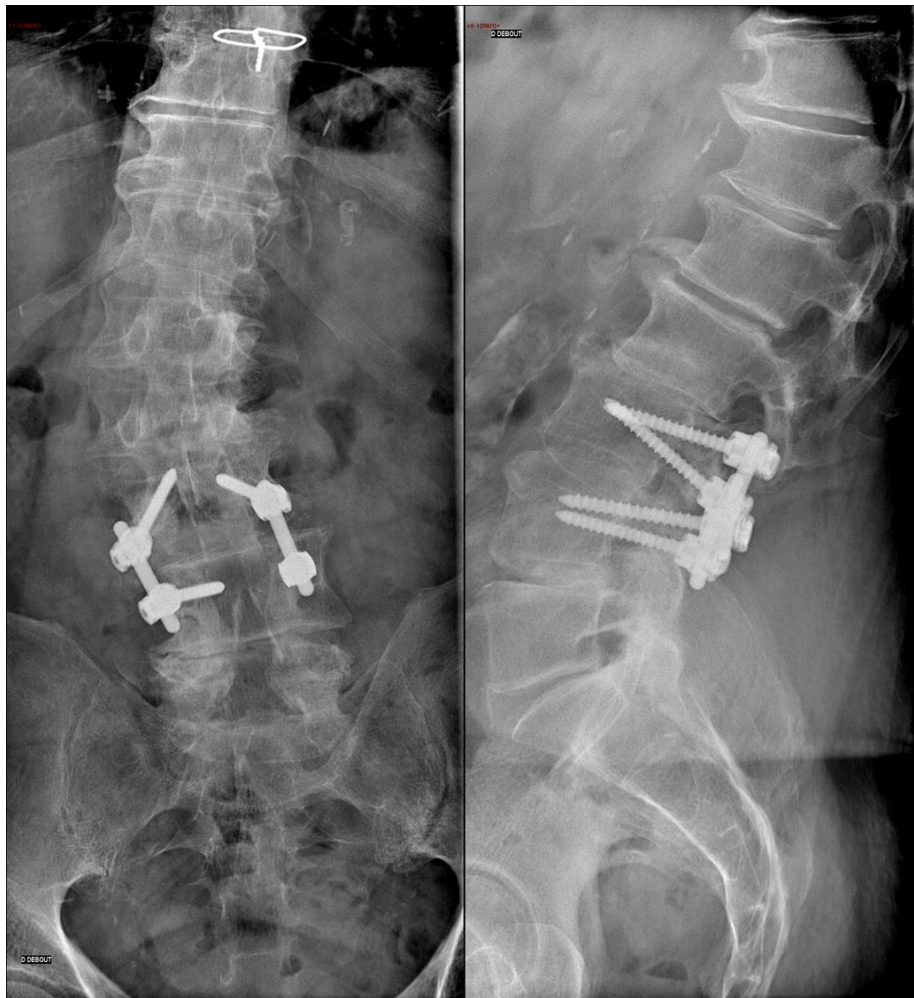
Radiographies de face et de profil d'un patient ayant eu une libération de L4L5, puis dégradation de l'étage sus-jacent nécessitant une libération avec une fusion L3L4.
